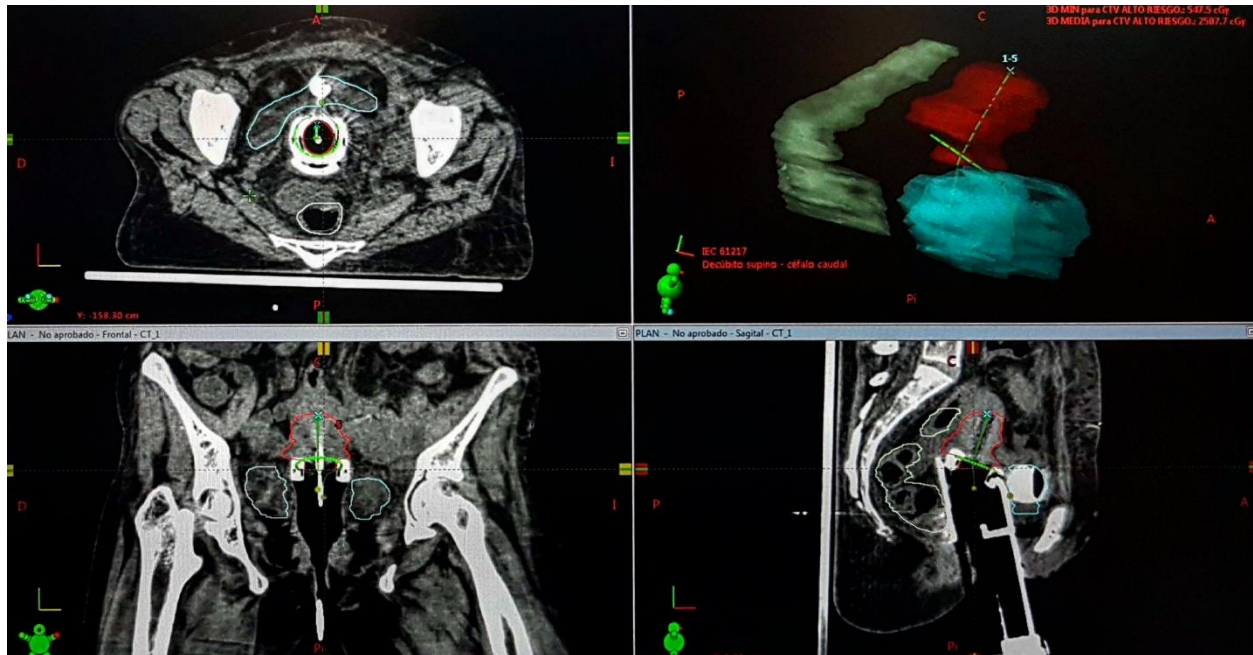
Delimitación del volumen blanco (PTV), órganos a riesgo y aplicador en la Simulación de CT [24].
